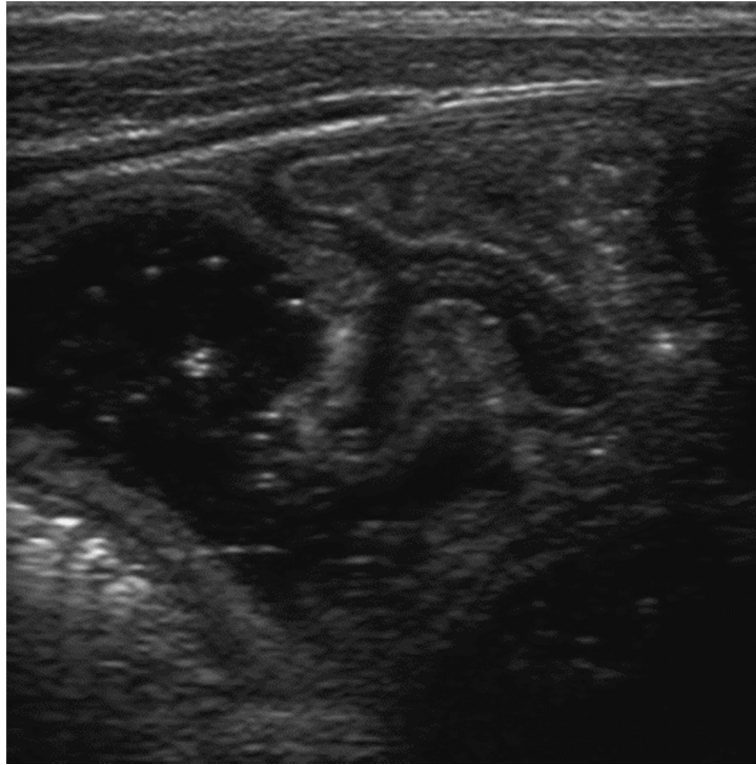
Paroi intestinale normale en échographie.
